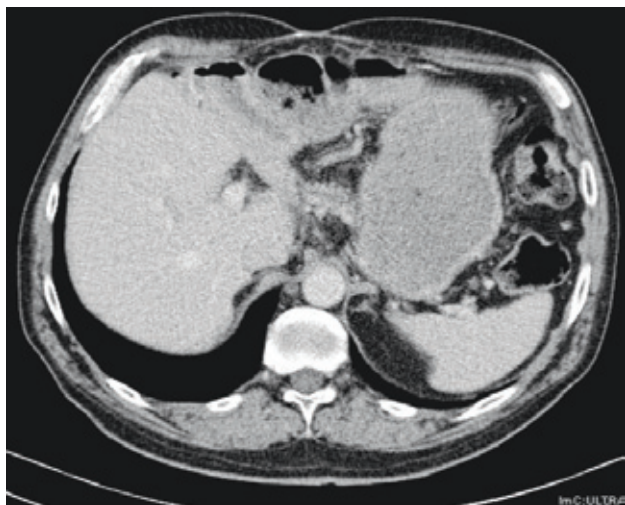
Компьютерная томография через 19 лет после операции
